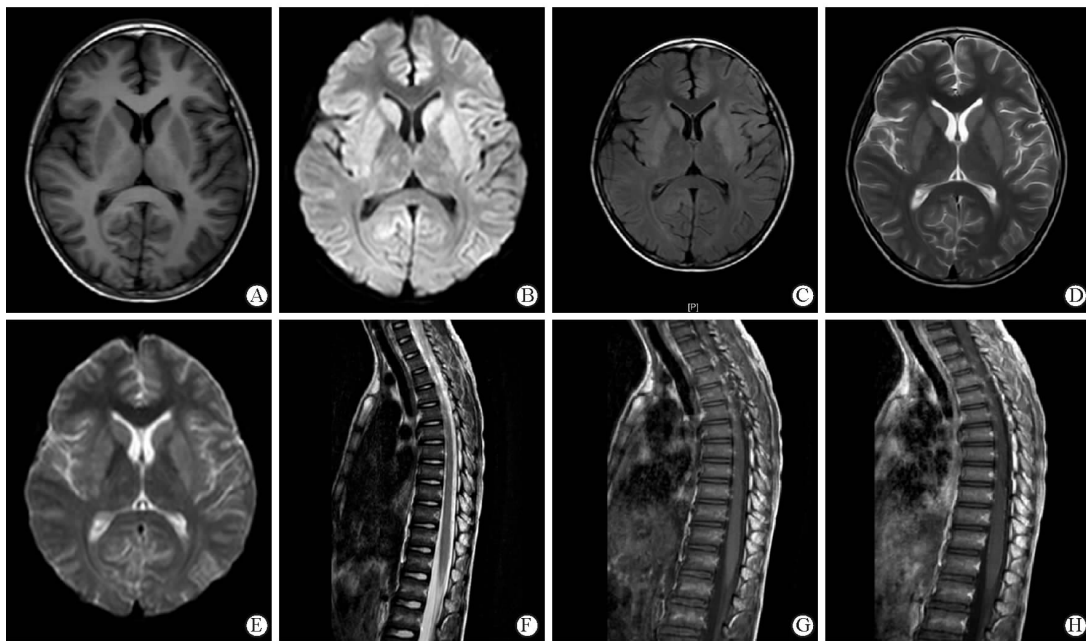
病例 2 治疗前磁共振成像(MRI)检查结果
